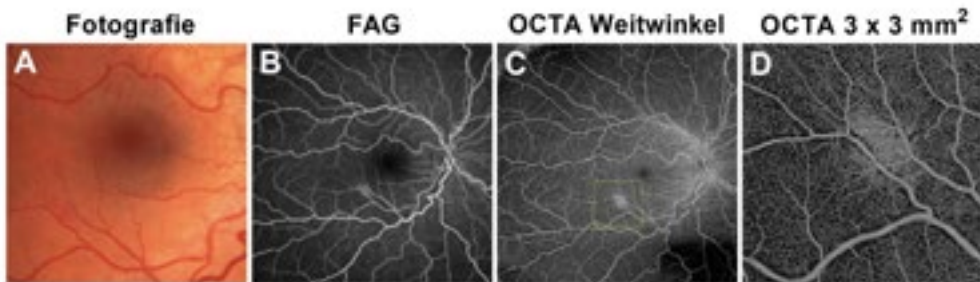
Neues retinales Hämangioblastom. (A) Fotoaufnahme. Die lediglich diffuse Färbung des Angioms macht eine Abgrenzung gegenüber der Hintergrundfärbung schwierig (B) Darstellung des Tumors mittels Fluoreszein-Angiografie (FAG). (C) Die Darstellung des Tumors mittels Optischer Kohärenztomografie Angiografie (OCTA) Weitwinkelaufnahme und (D) mittels OCTA Detailaufnahme. Abbildung: Michael Reich, Klinik für Augenheilkunde, Universitätsklinik Freiburg.
